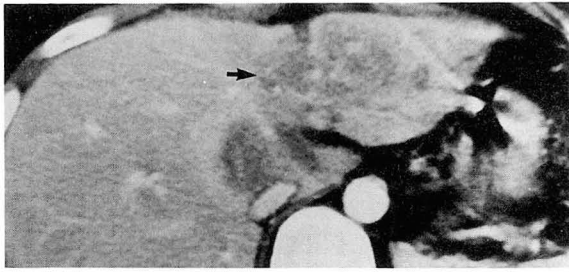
Comparison of IV bolus and portal CT scans during follow-up.
